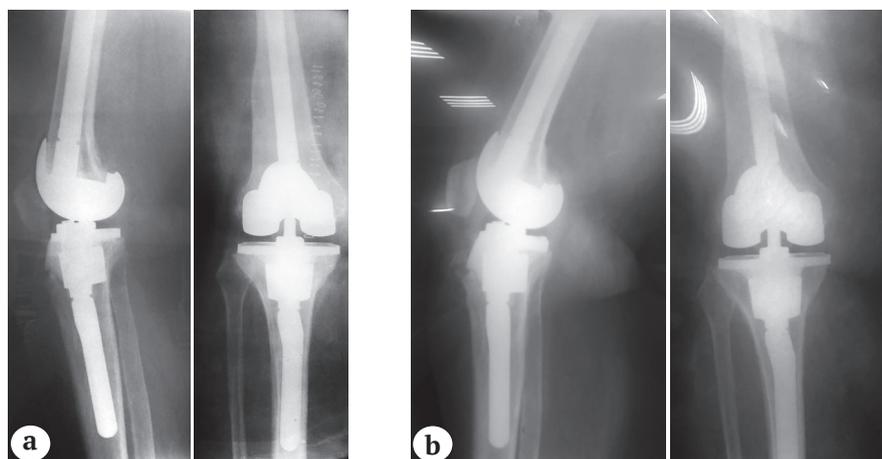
Рентгенограммы пациентки 63 лет после операции:
